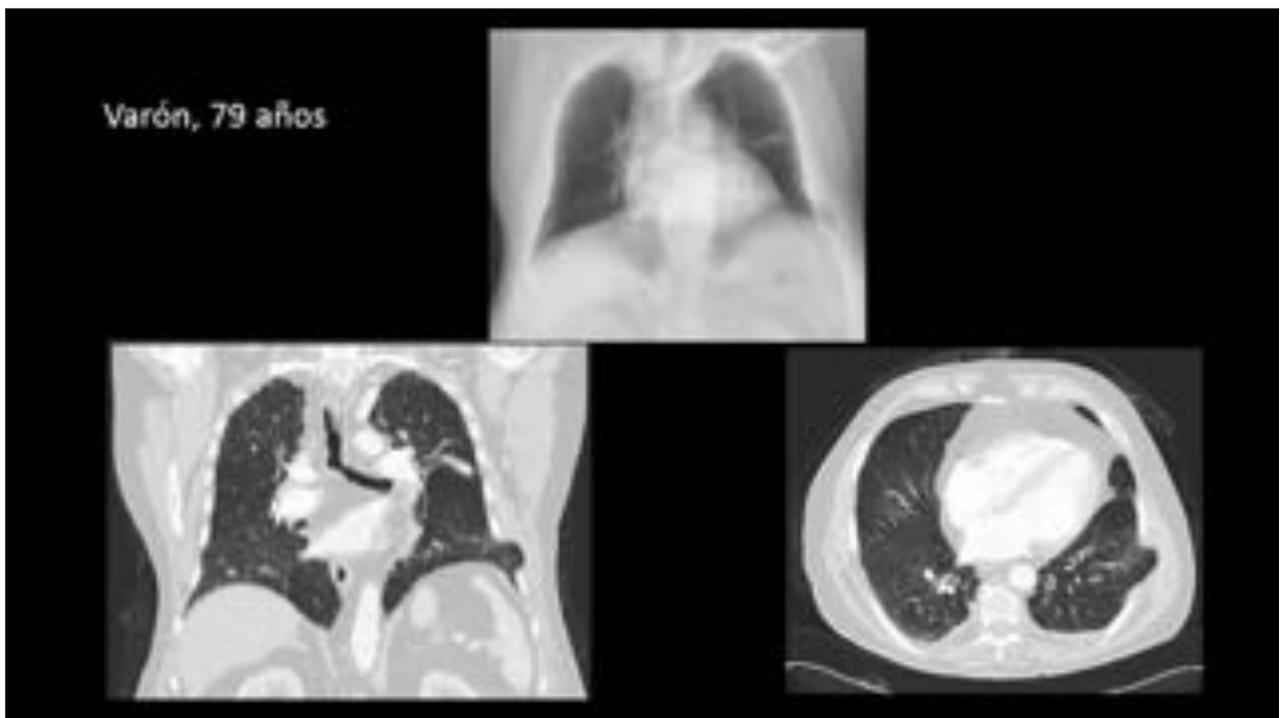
TC tórax en planos coronal y axial. Reconstrucción AveIP Varón de 79 años con dolor torácico
